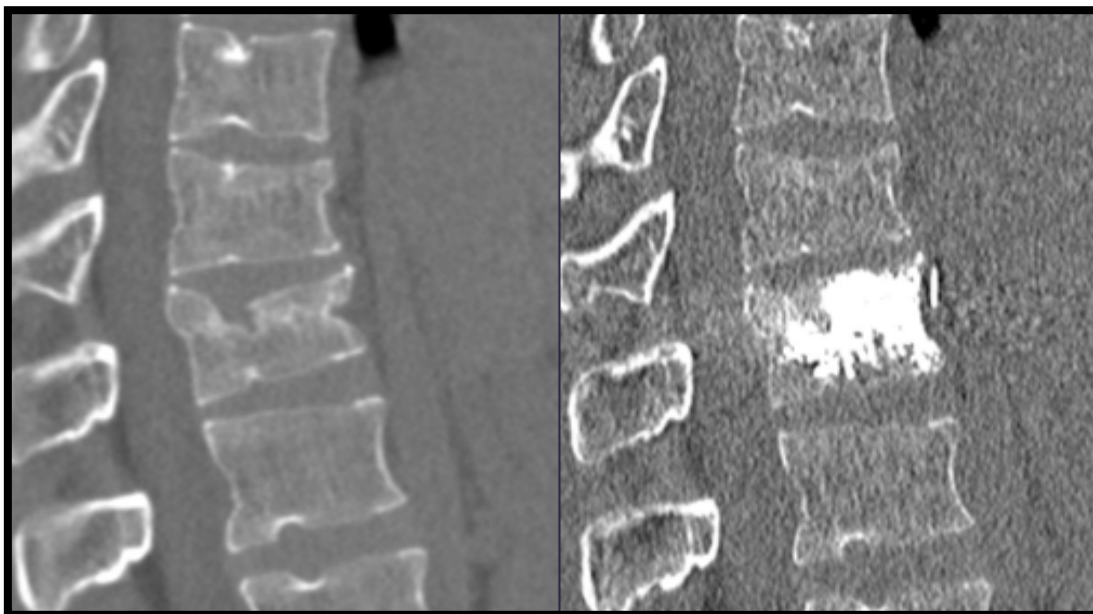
Superposición de 2 TAC preoperatorio y postoperatorio sin segmentación en los distintos planos sagital, coronal y axial.
